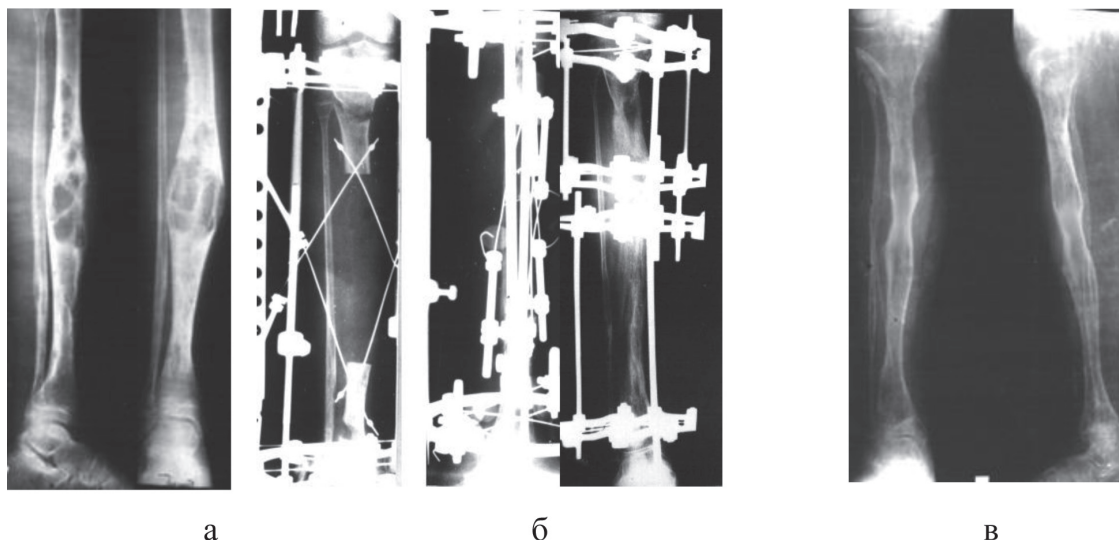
Рентгенограммы голени больного С.:
